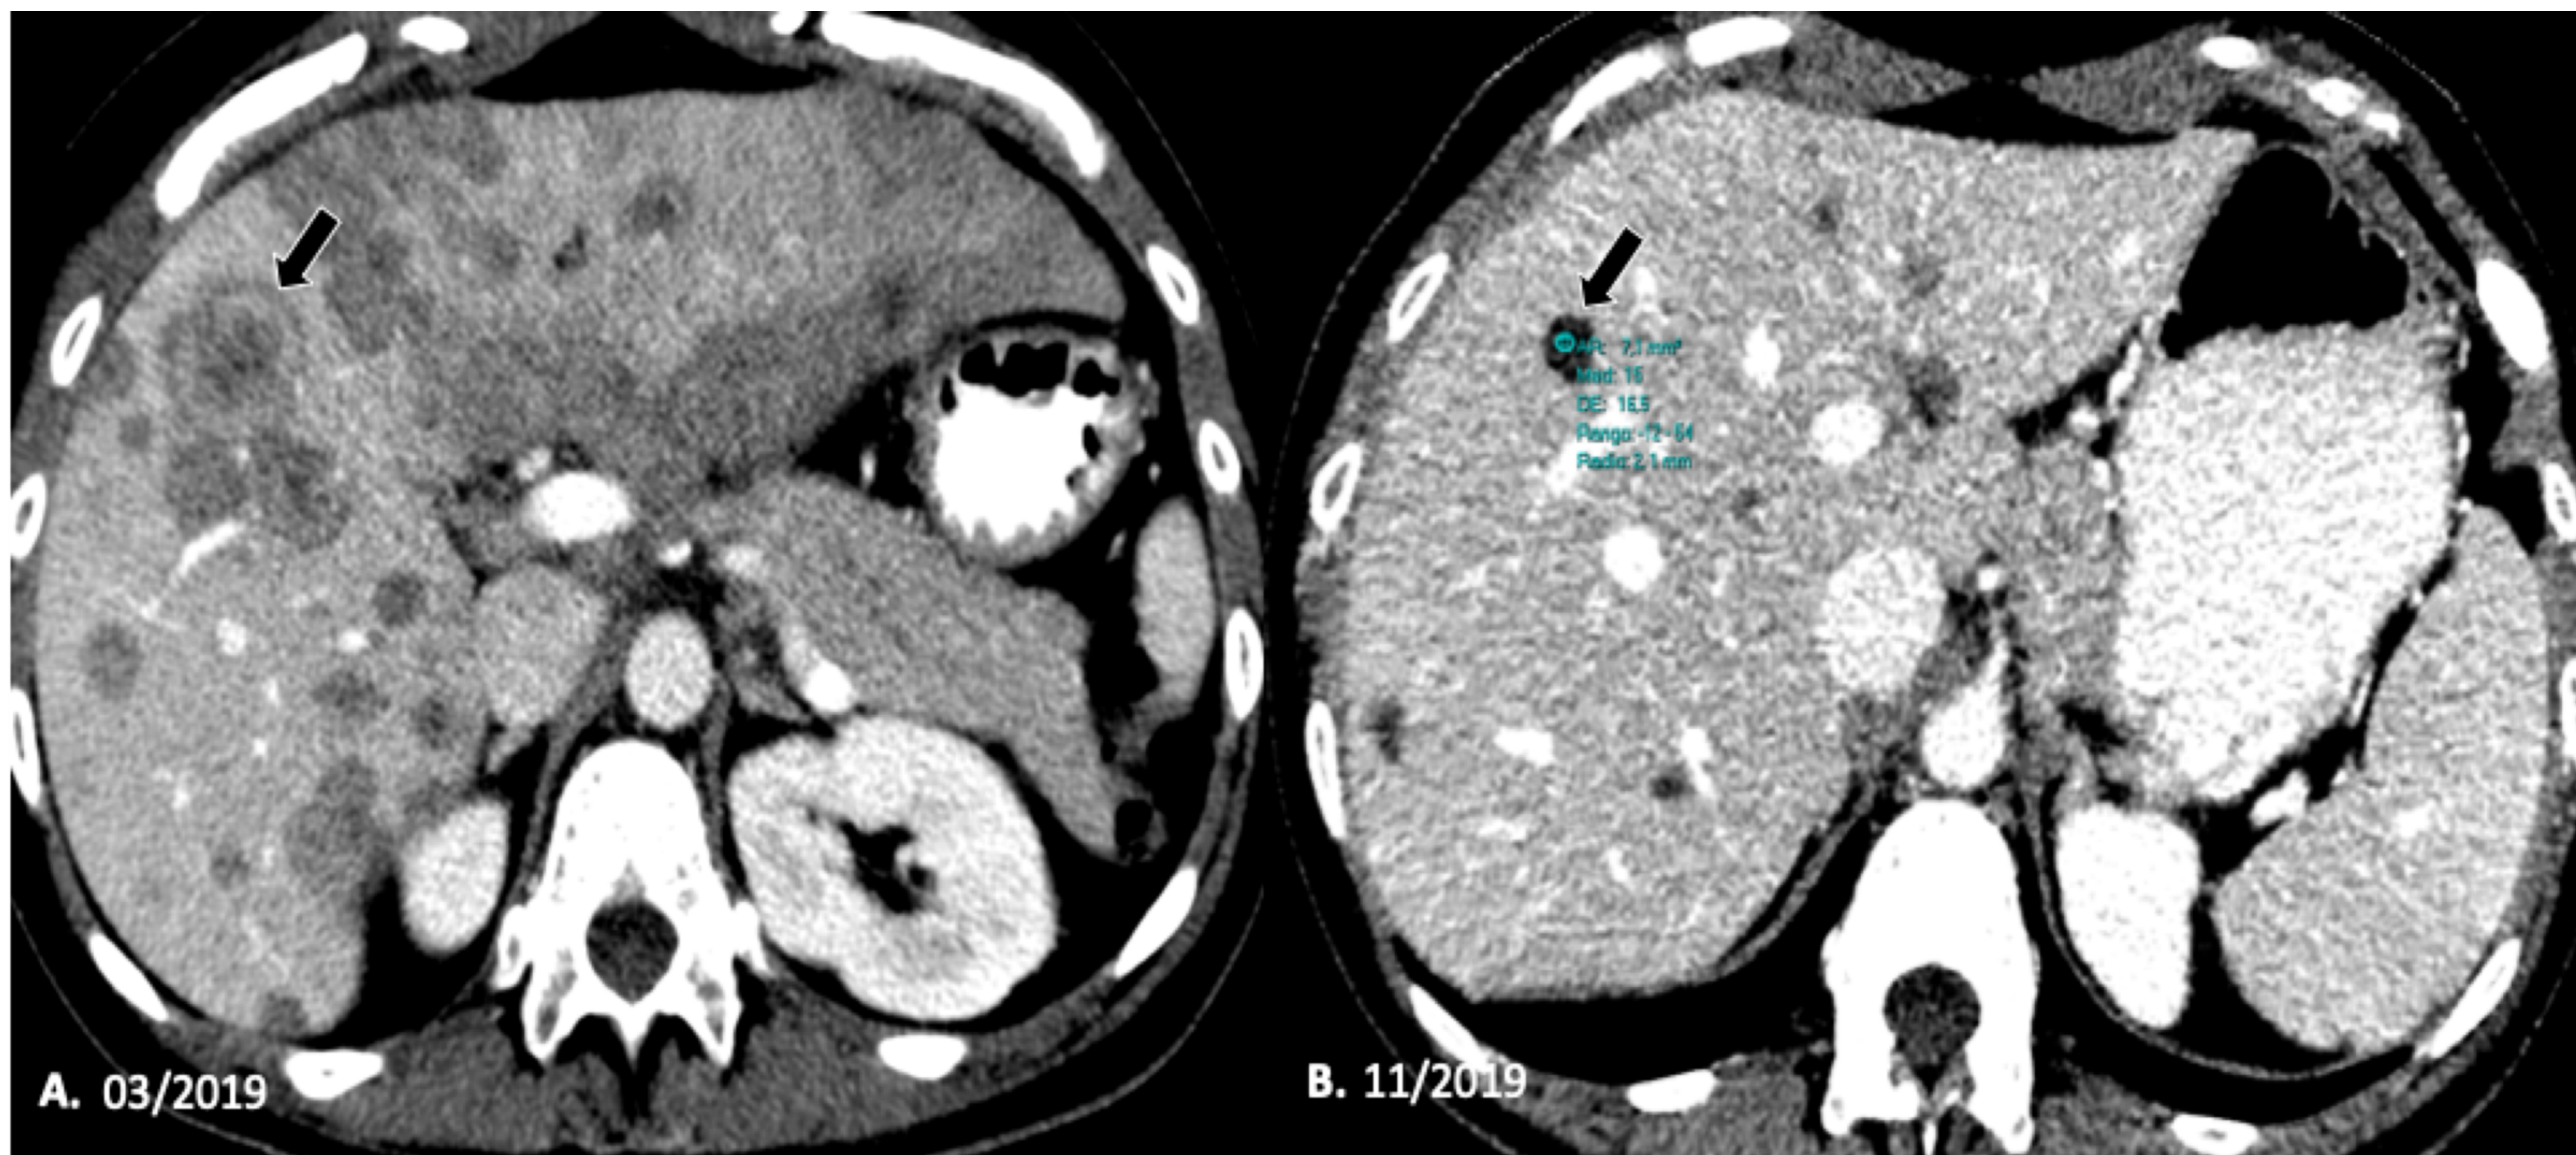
Metástasis mamaria en mujer de 38 años. (A) Imagen axial de TC en fase portal que muestra múltiples lesiones focales hipodensas. (B) Tras la quimioterapia se observa una reducción del tamaño, número y atenuación de las lesiones, actualmente de aspecto necrótico.
